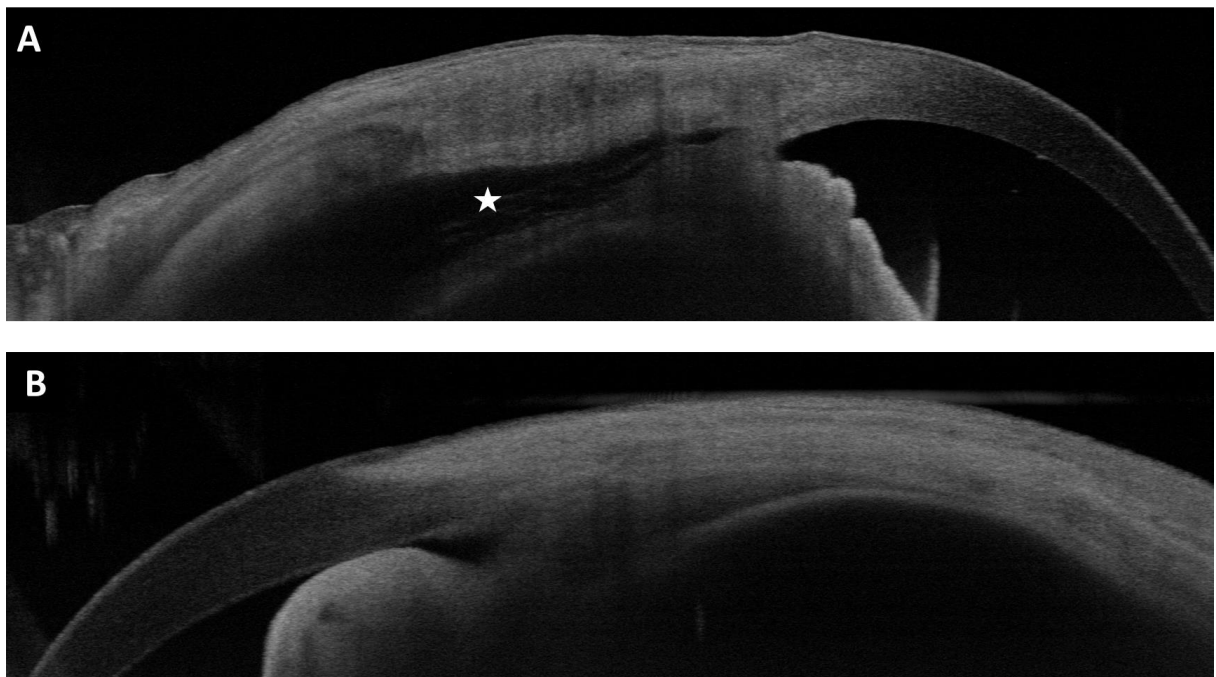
A) Exploración mediante tomografía de coherencia óptica (OCT) en la que es posible detectar un desprendimiento ciliocoroideo. B) Tumor de cuerpo ciliar e iris mediante OCT.
